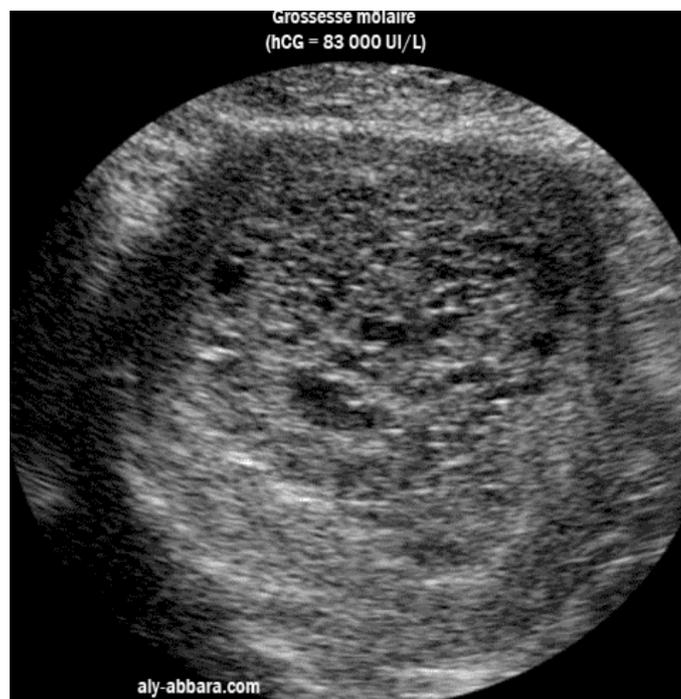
Image échographique d'une môle hydatiforme. Source web.
